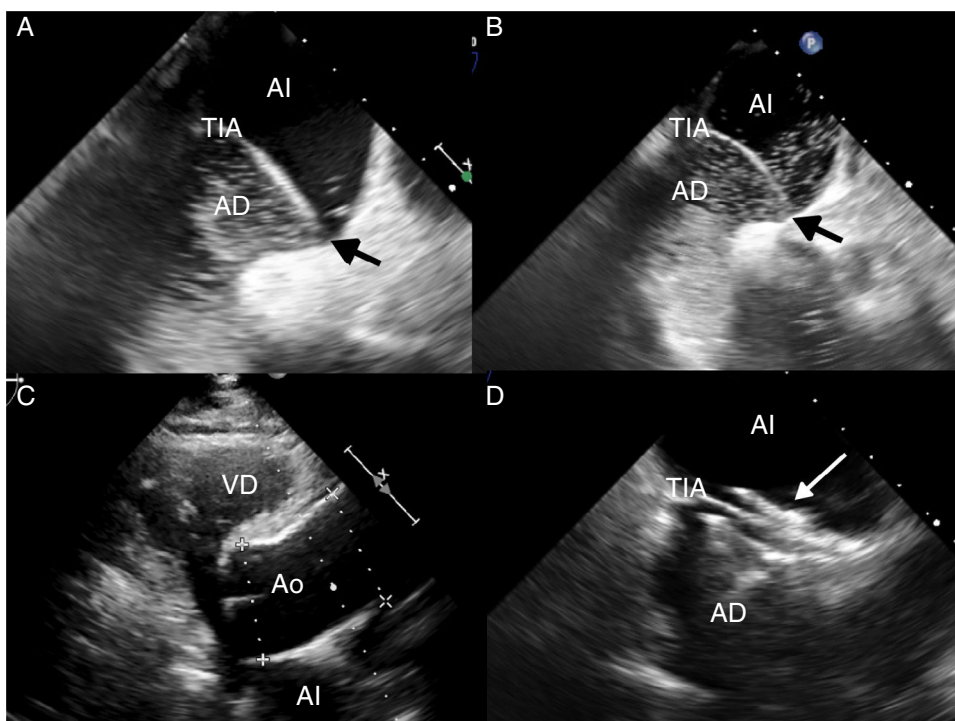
A) Ecocardiograma transefágico con contraste (suero salino agitado) en decúbito, que muestra paso de escasas burbujas desde aurícula derecha (AD) a aurícula izquierda (AI) por el foramen oval permeable (flecha negra), favorecido por el desplazamiento hacia la izquierda del tabique interauricular (TIA). B) Ecocardiograma transefágico con contraste practicado en posición sentada. Se aprecia paso de burbujas en mayor cantidad reflejando el aumento del *shunt* derecha-izquierda. C) Ecocardiograma transtorácico que muestra la marcada dilatación de la raíz aórtica (Ao), condición anatómica asociada a la platipnea-ortodeoxia. D) Ecocardiograma transefágico que muestra el dispositivo de cierre (flecha blanca) del FOP.
